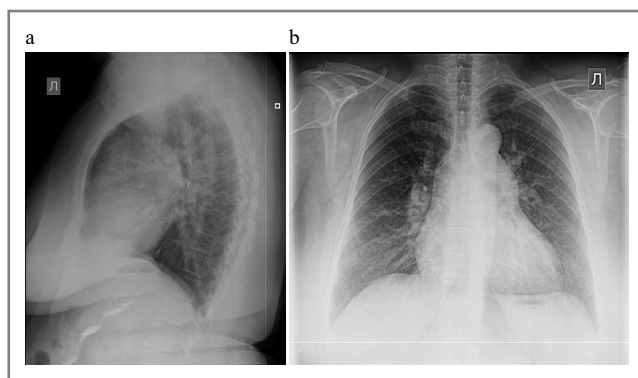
Рентгенография органов грудной клетки больной:
